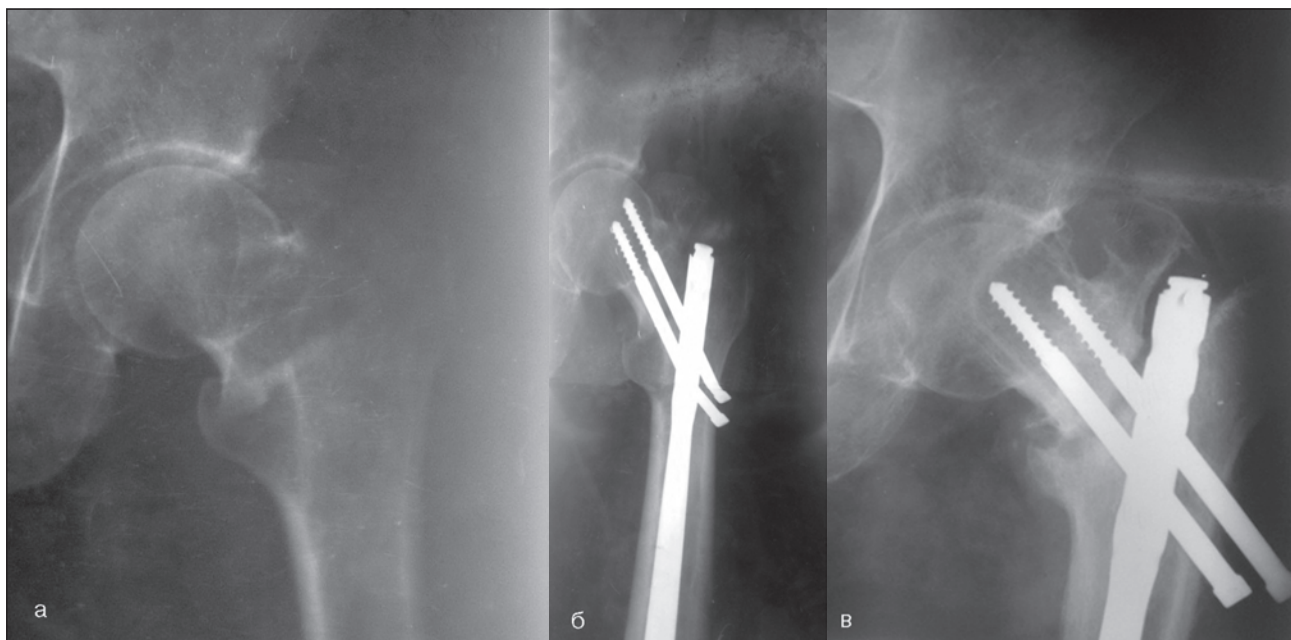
Рентгенограми хворої Н., 70 років: а) перед операцією; б) після операції; в) через 6 місяців після операції
